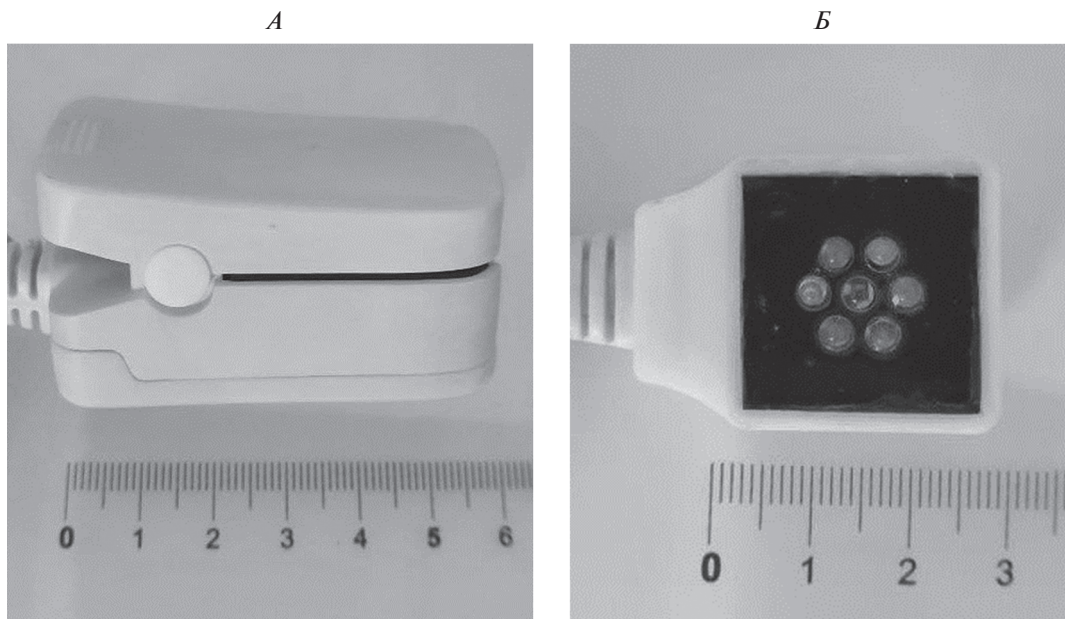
Датчики прибора для регистрации показателей перфузии на указательном пальце руки (А) и большом пальце стопы (Б).
